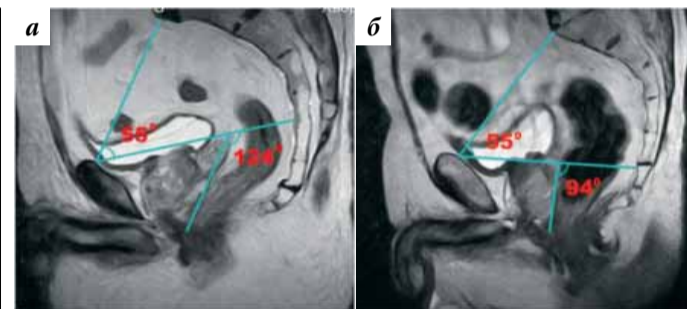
Типы тазовой топографии по данным МРТ: а – симфизопетальный; б – сакропетальный
